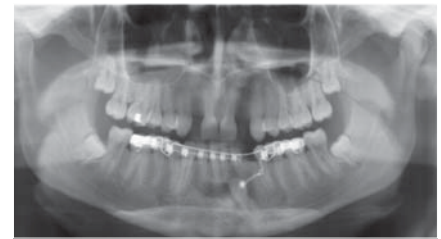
Panoramic radiograph with ectopic tooth 33.
